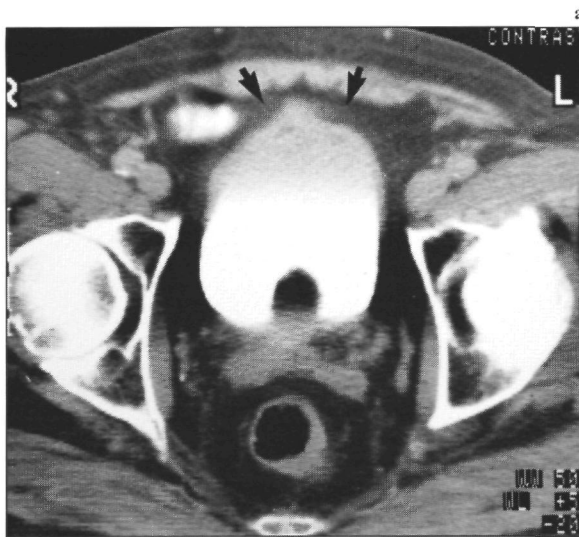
(a) Op de CT-scan is er ventraal een verdikking van de urineblaaswand zichtbaar met onscherpte in het perivesicale vet (pijlen) (= categorie T3B). (b) De sagittale T₂-gewogen MRI-opname (1,5 T; SE/2000/100/2) laat ter plaatse van de verdikte wand een pathologisch verhoogde signaalintensiteit zien (gebogen pijlen), passend bij een maligniteit met infiltratie in de diepere spierlaag (= categorie T3A) (zie ook Fig. 3-7). De klinische classificatiemethode liet echter slechts ontstekings- en granulatiweefsel zien (= categorie T0).
